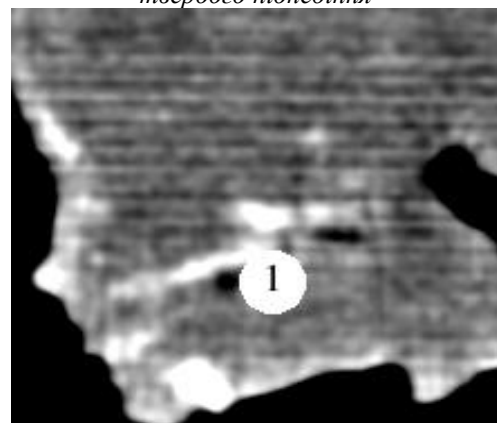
Комп'ютерна томографія плода 240,0 мм ТПД. Сагітальна площина. Фоторентгенограма. Зб. x1,1: 1 – тверде піднебіння
